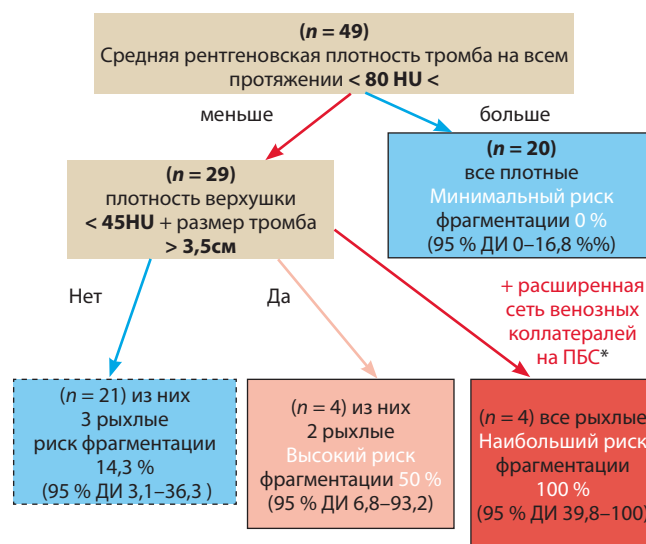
Определение группы риска фрагментации тромба с учетом средней рентгеновской плотности по данным КТ. ПБС – передняя брюшная стенка
